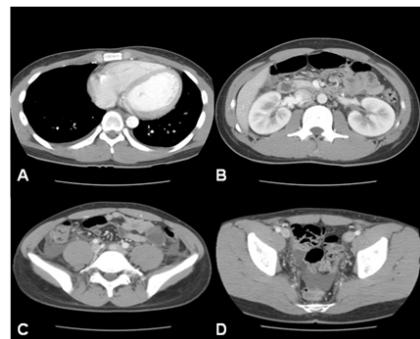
Abdominal CT scan image shows A. Bilateral small amount of pleural effusion. B. Diffuse enlargement of both kidneys. C and D. Fluid collection along both paracolic gutters, mesentery and paravesical spaces.
